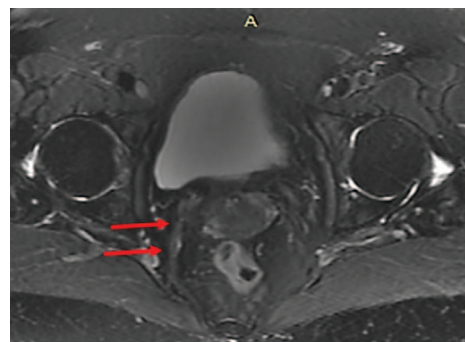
Пациентка Г. 72 года. МРТ органов малого таза. T2-ВИ с подавлением сигнала от жира. Имплант с сформированной капсулой прослеживается отчетливо, без признаков отека, с изоинтенсивным сигналом (стрелки)
